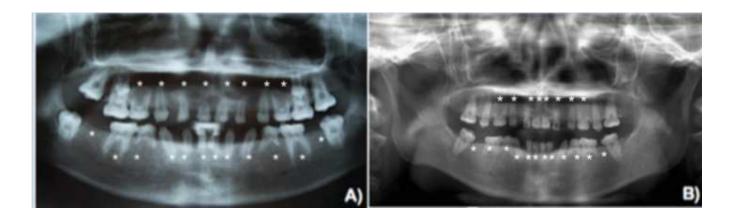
Radiographies panoramiques de la patiente à 12 ans (A) et 19 ans (B) d'après l'article de Kantaputra (27)
